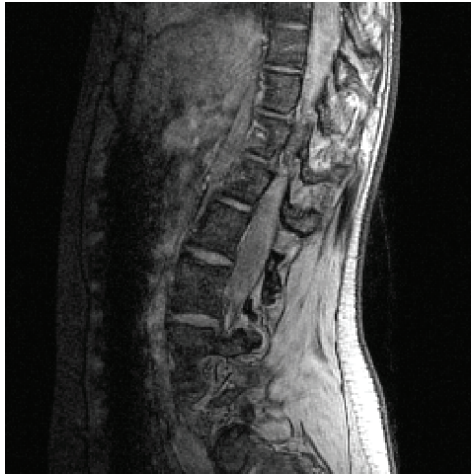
Exemple de coupe sagittale de volume IRM (patient de l'Hôpital Ste-Justine)
